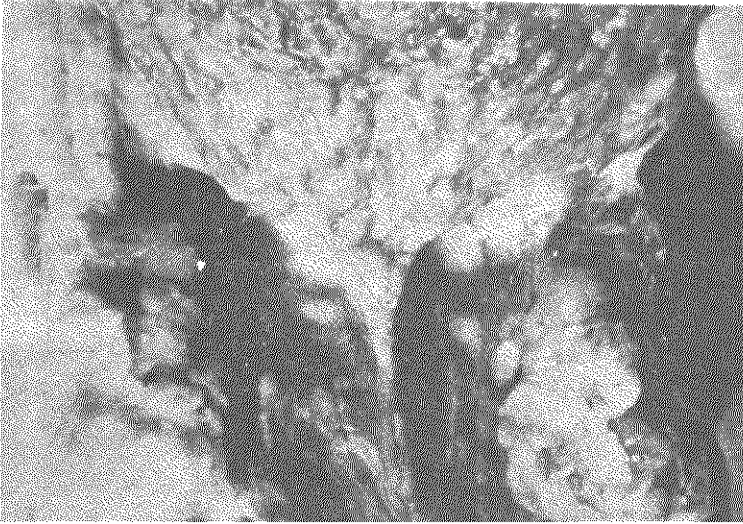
ASPECTO MACROSCÓPICO DE LA MUCOSA DE LA BASE DE LA LENGUA
